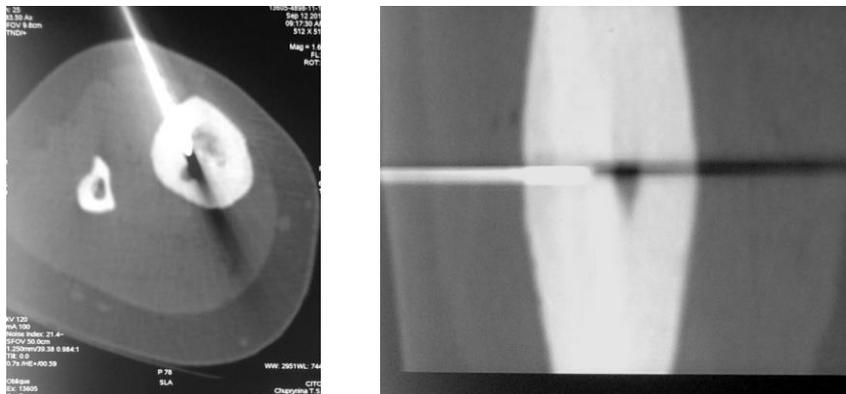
Та же пациентка, установка КТ-ориентира;
